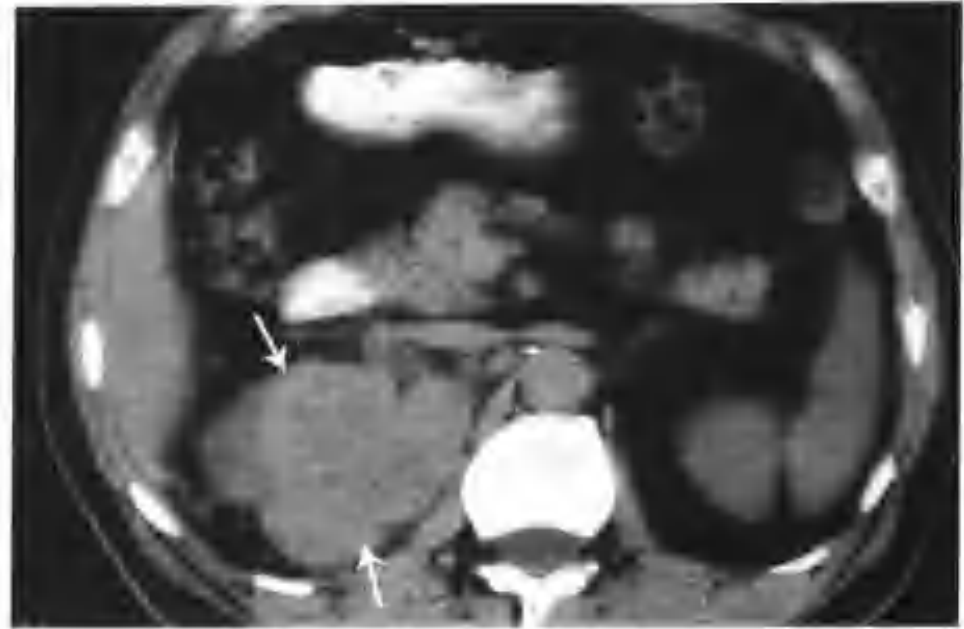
右肾透明细胞癌（CT 平扫见右肾一个 $9\text{cm} \times 9\text{cm}$ 的肿物，密度不均（箭头））
